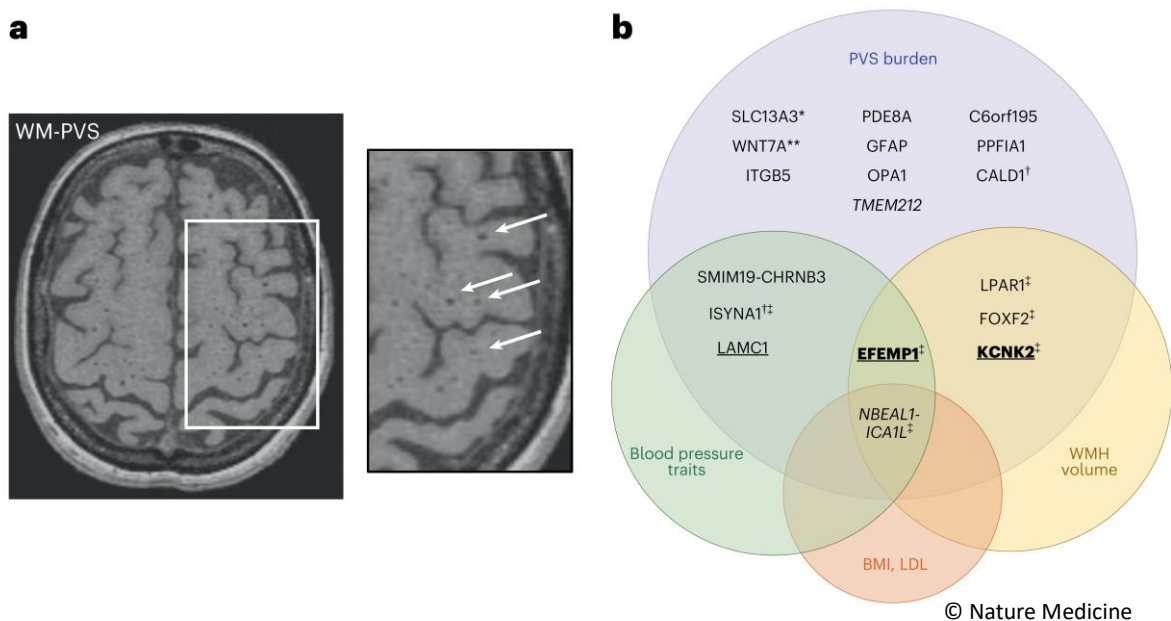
a. IRM cérébrale montrant une charge importante en espace périvasculaire dans la substance blanche
